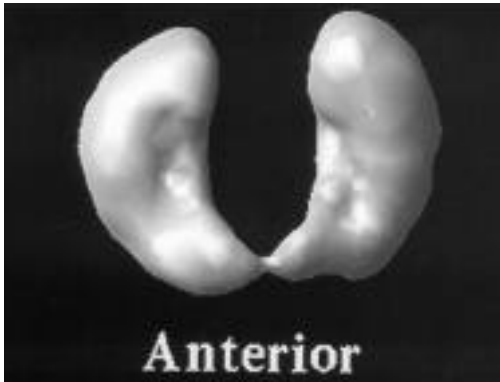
DMSA-SPECT. Riñón en herradura.
